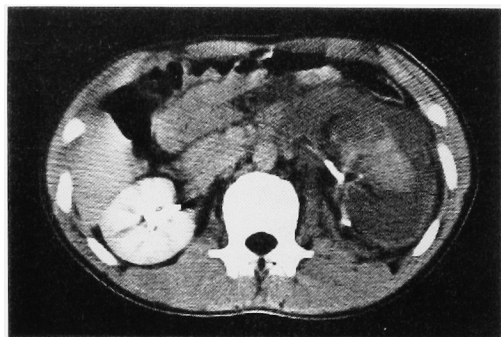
Computerized tomography of the same case as in Fig. 2. Hematoma, extravasation of contrast medium, and partial enhancement of the kidney were observed. This case underwent surgical treatment.
